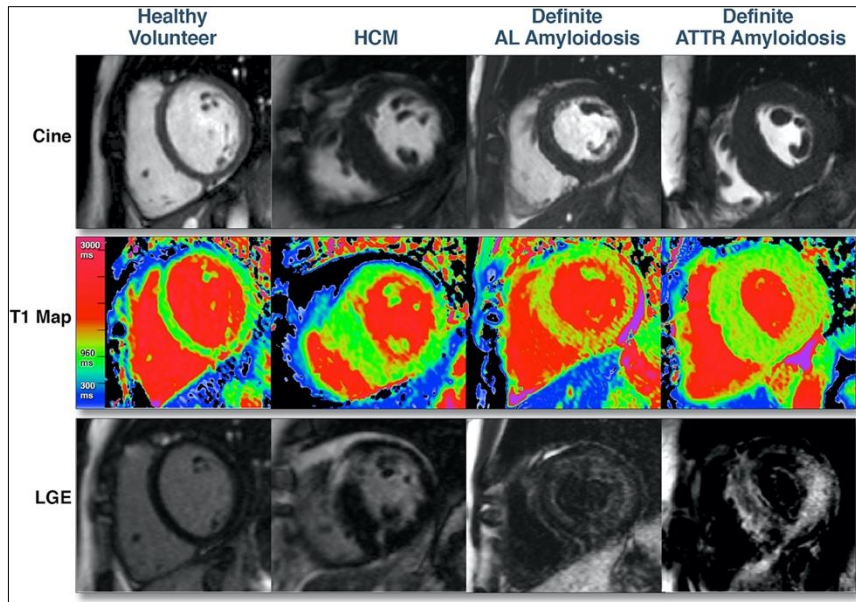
Immagini di RM in controlli e in pazienti con Cardiomiopatia ipertrofica (HCM) e con Amiloidosi cardiaca sia AL che ATTR. Fonte: Fontana 2015
